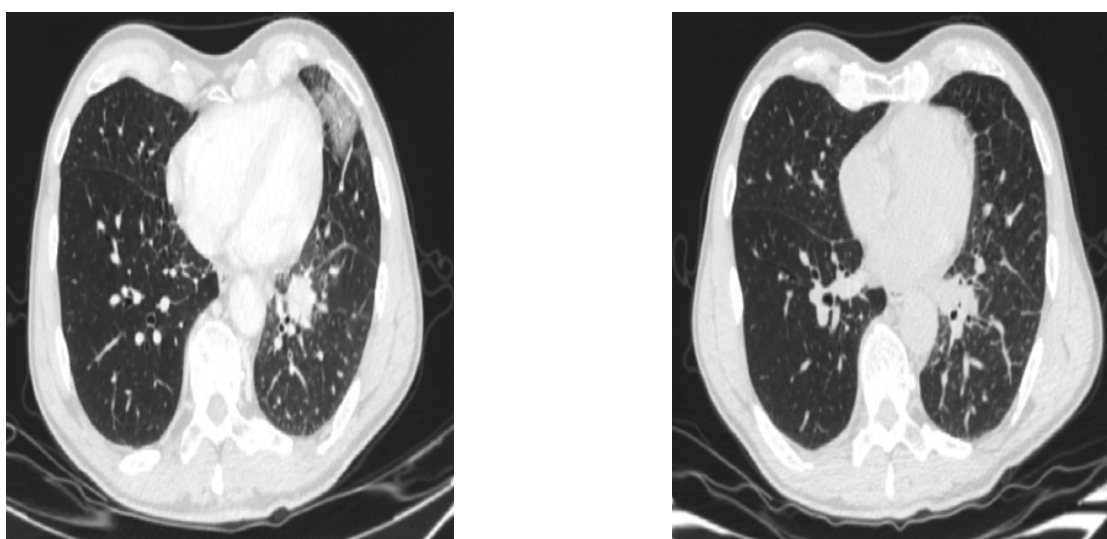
Пациент Р., 1960 г.р. КТ-картина двусторонних (с преобладанием справа) интерстициальных изменений, внутригрудной лимфоаденопатии — перибронхиальная форма опухоли левого легкого с ипси- и контралатеральной лимфоаденопатией и проявлениями лимфогенного канцероматоза в обоих легких (D < S).
